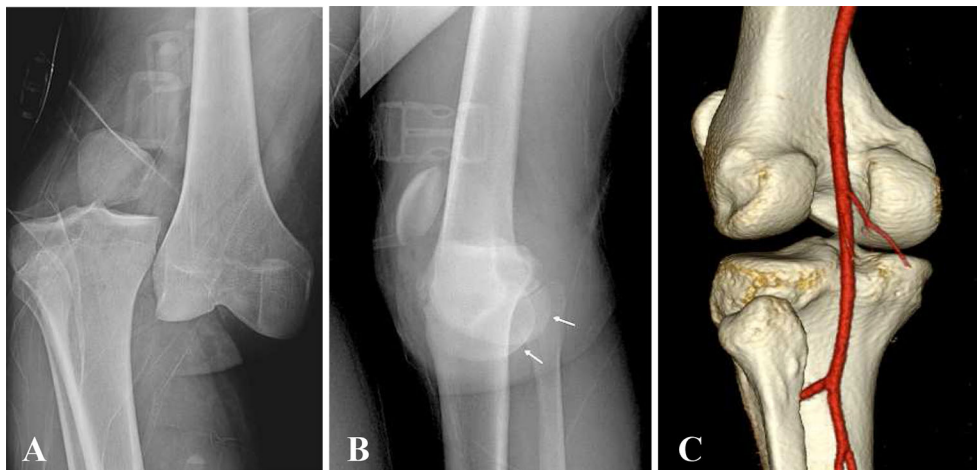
Radiographies initiales du genou droit révélant une luxation complexe selon la classification de Neyret & Rongieras [1] associant translation latérale sur le cliché de face (A) et rotation modérée sur le cliché de profil (petites flèches) (B). L'angioscanner du membre inférieur droit après réduction de la luxation complexe du genou confirmait le rétablissement des rapports articulaires, l'absence de fracture et l'intégrité de l'artère poplitée (C)
